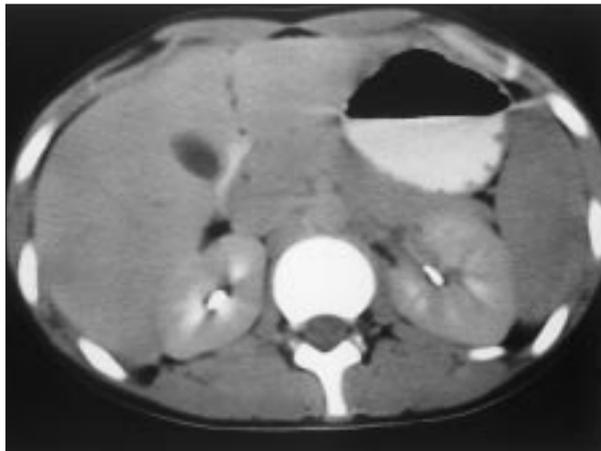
TC abdominal de control que demuestra la desaparición del líquido libre peribepático y periesplénico.
